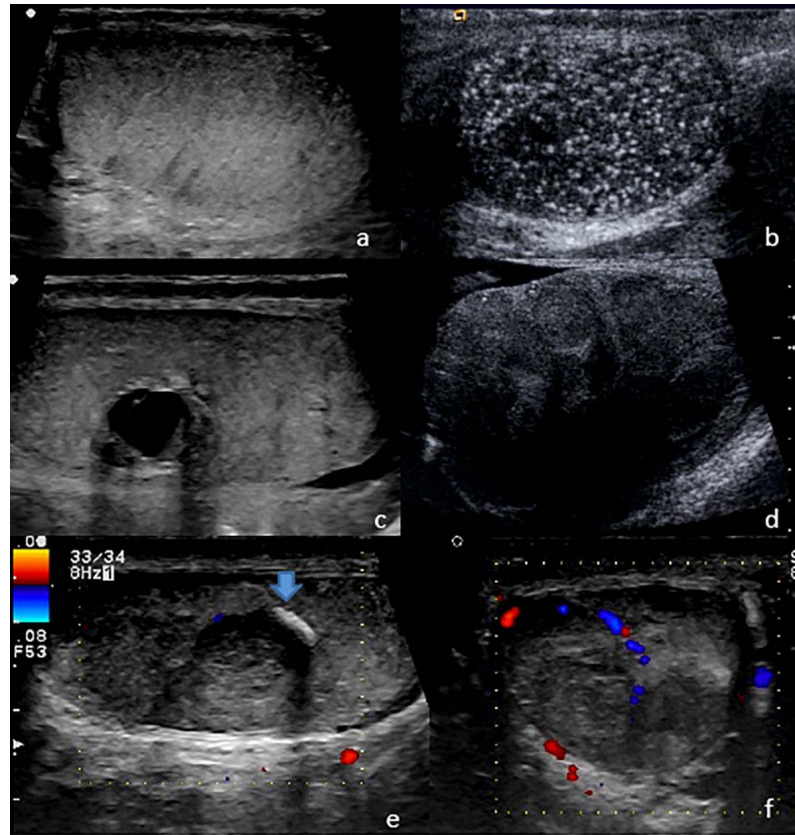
Ultrasonido testicular en modo B y Doppler color; testículo normal (a), microlitiasis (b), teratoma (c), infiltración difusa por seminoma (d), lesión sólida, nodular, infiltrante, con datos de extensión a la túnica albugínea, RHP seminoma, se asocia a calcificación gruesa (flecha azul) (e, f).
